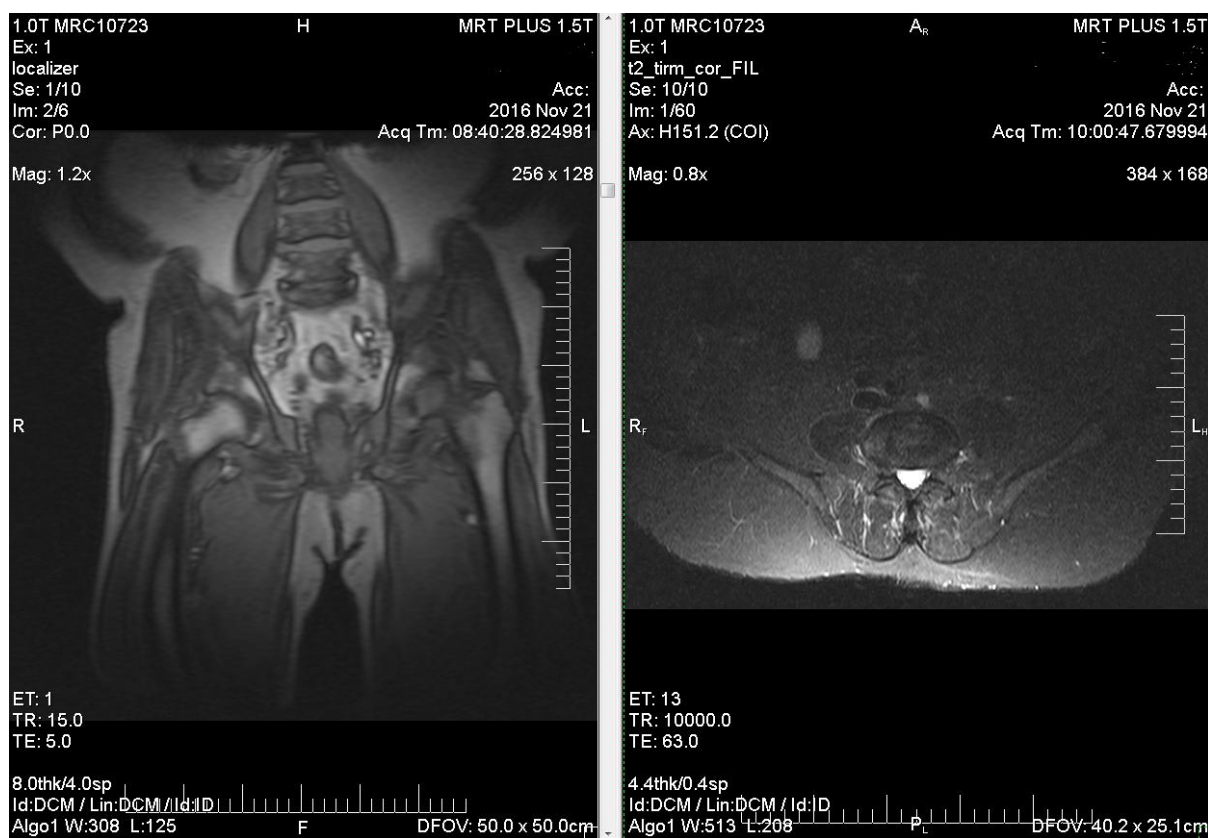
Магнитно-резонансная томография малого таза и промежности
